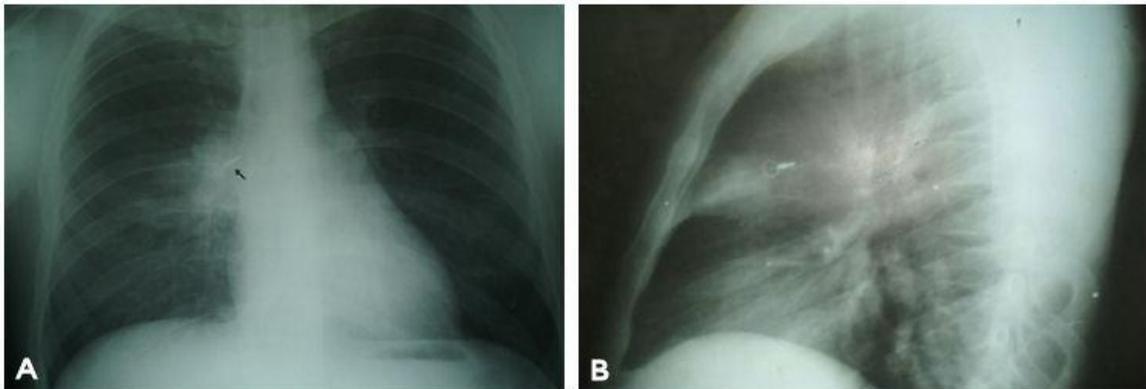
A) Radiografía anteroposterior donde se aprecian los fragmentos metálicos. B) Radiografía lateral que muestra los fragmentos metálicos.
